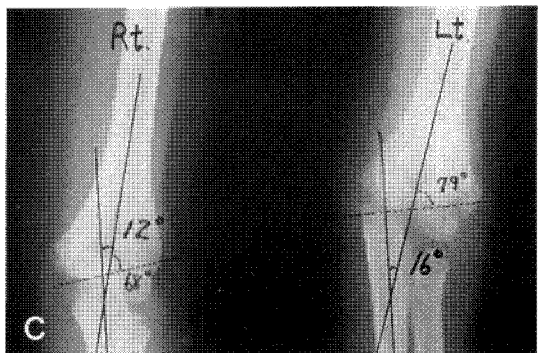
Radiograph shows carrying angle change of increase of 4 degrees comparing with normal side at 13 months follow up.
